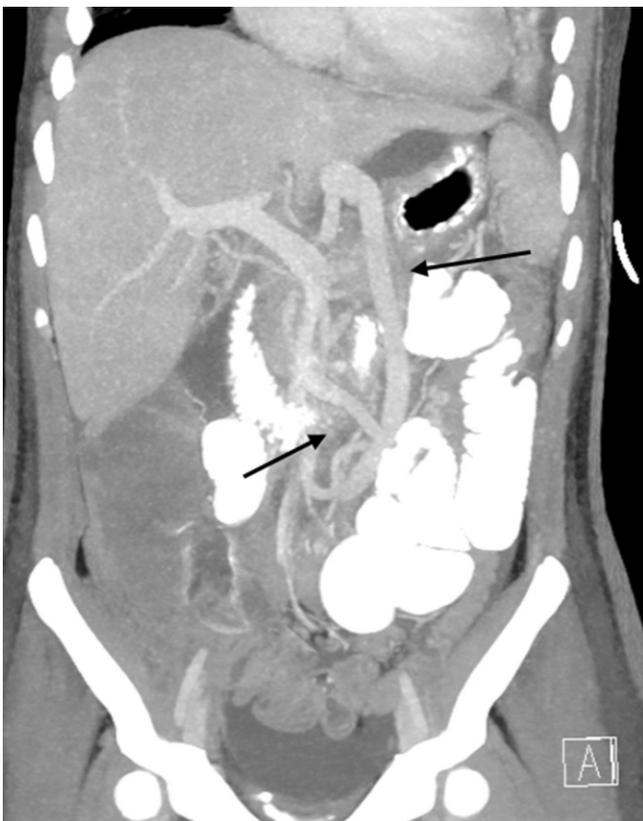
◀ Postoperative CT mit Darstellung der extranatomischen Bypässe für Truncus coeliacus und Arteria mesenterica superior (Pfeile)
